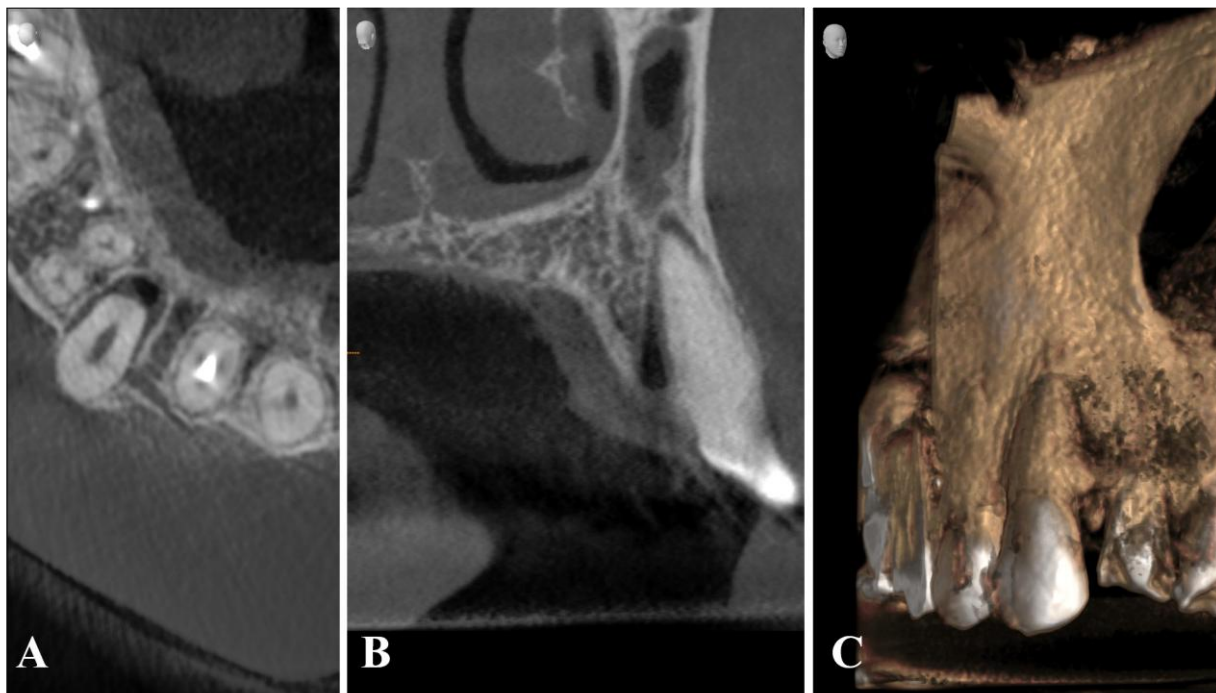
CBCT: luxație laterală vestibularizată a d. 13. Aspecte: A) ocluzal; B) occipito-lateral; C) fronto-lateral.
